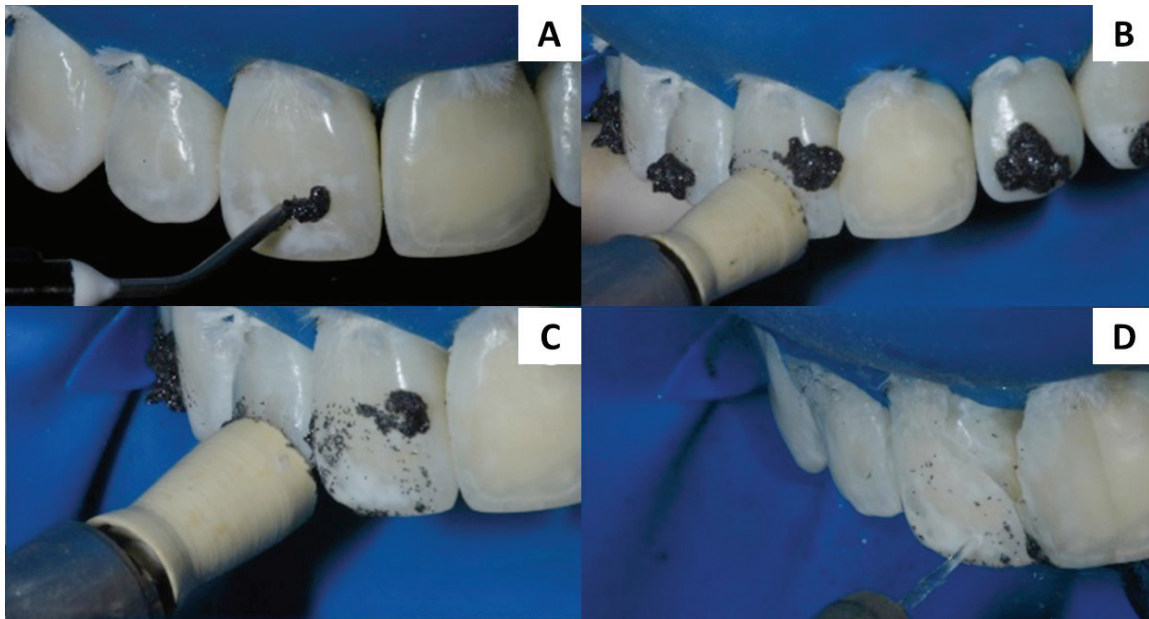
A) Aplicação da pasta abrasiva erosiva (Whitness RM – FGM, Joinville, SC, Brasil). B) e C) Fricção por 20 segundos usando taça de borracha; D) Lavagem com água.
